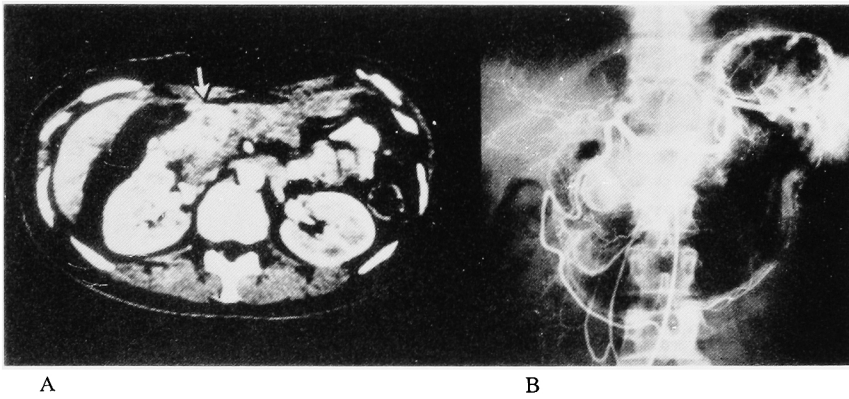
A: Abdominal CT scan demonstrates an enhancement around the pancreatic tumor. B: Celiac arteriogram demonstrates multiple tumors of the pancreas.
